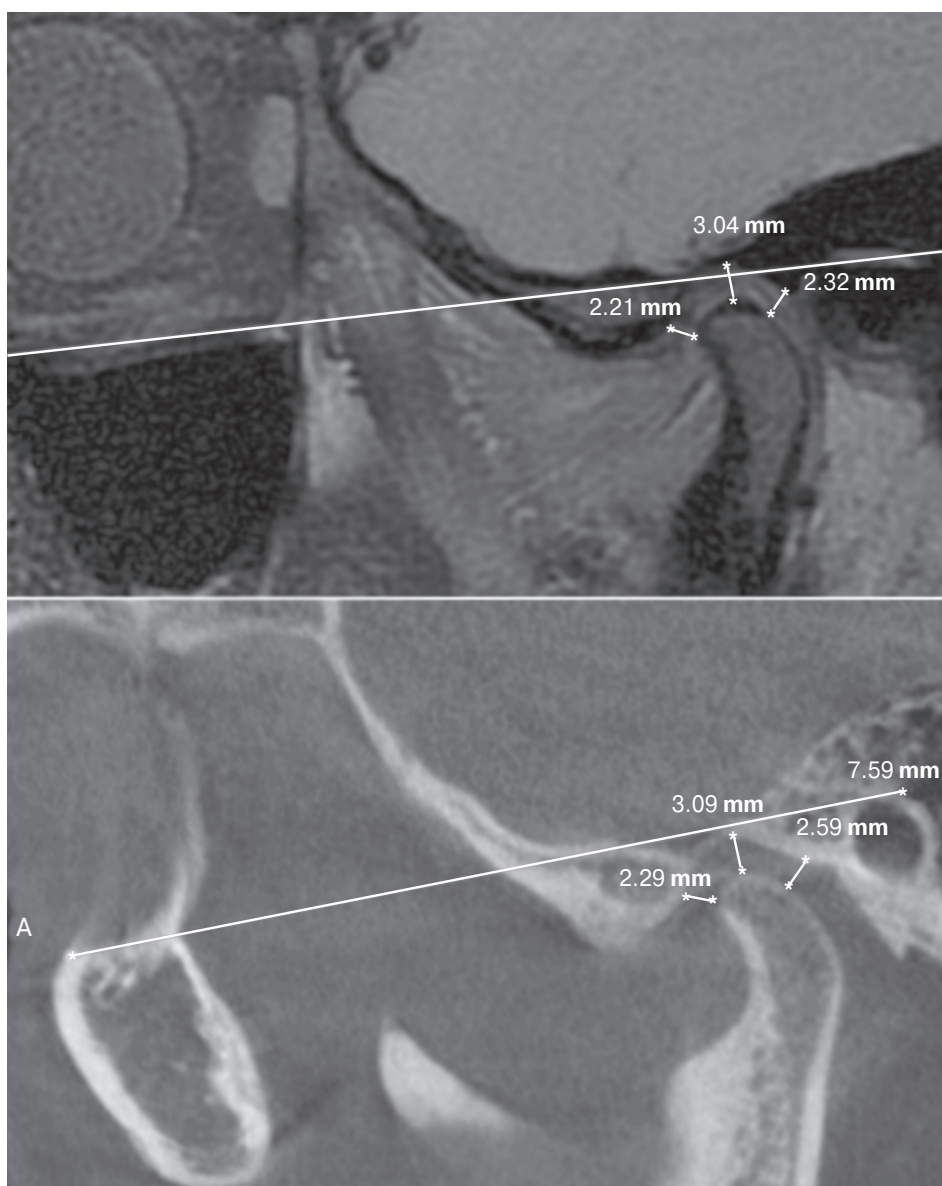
Прямая корреляция между результатами магнитно-резонансной томографии и конусно-лучевой компьютерной томографии
